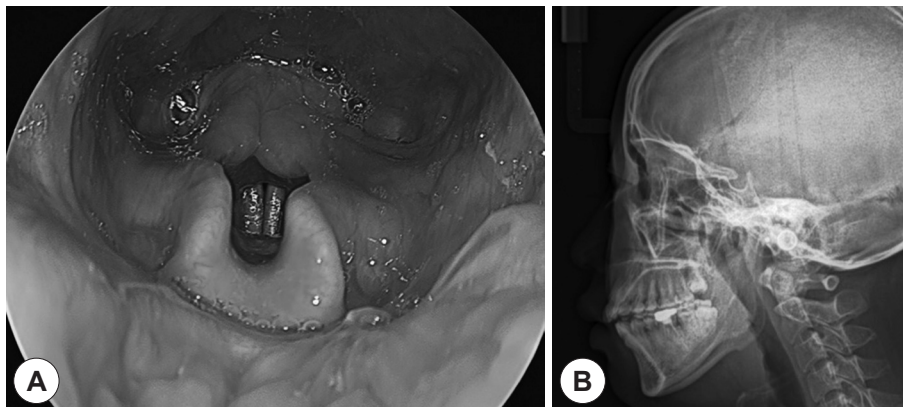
Endoscopic findings (A) and cephalometric lateral radiograph (B) at 5 months after operation. The endoscopic findings showed reduced lingual tonsil and the normal laryngeal column. The cephalometric lateral radiograph showed that the airway is patent.
